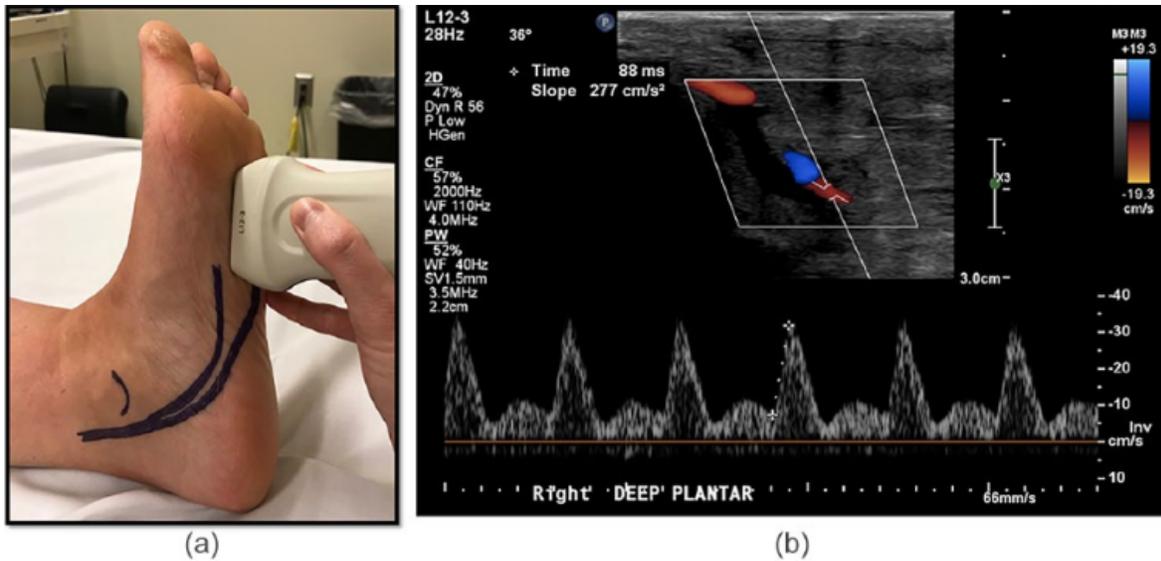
Ubicación del tamaño de muestra y vistas ultrasonográficas de la Art. Plantar profunda (imagen tomada de art. Original Sommerset J, Teso D, et al. Pedal flow hemodynamics in patients with chronic limb threatening ischemia. J Vasc Us. 1-7.2020)
